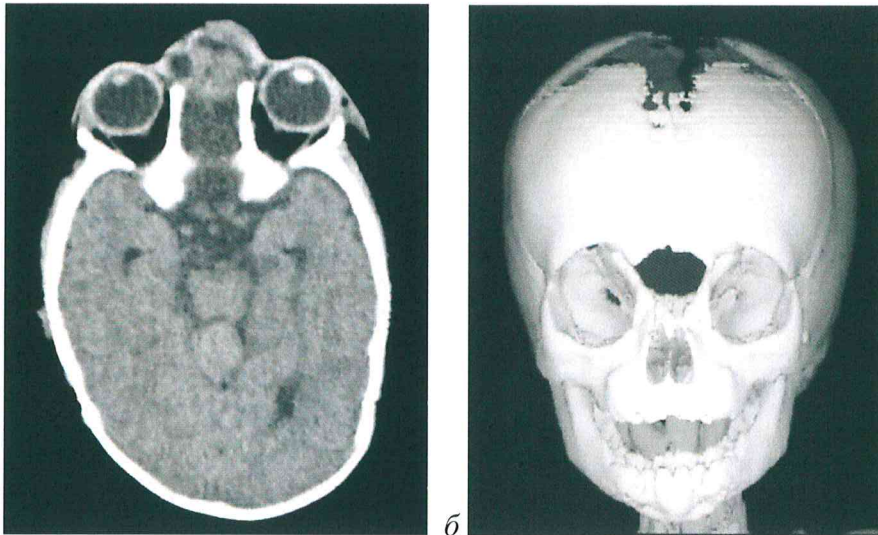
Компьютерные томограммы пациента 3. с комбинированным типом фронто-этноидального энцефалоцеле: *а* – аксиальная проекция, *б* – 3D реконструкция черепа.
